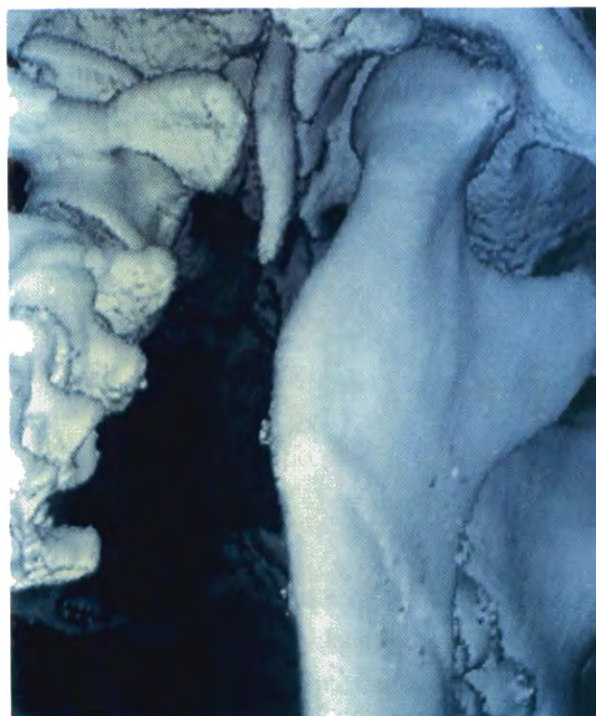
TAC 3D, aspecto posterior do côndilo esquerdo: bosseladura na face posterior.
